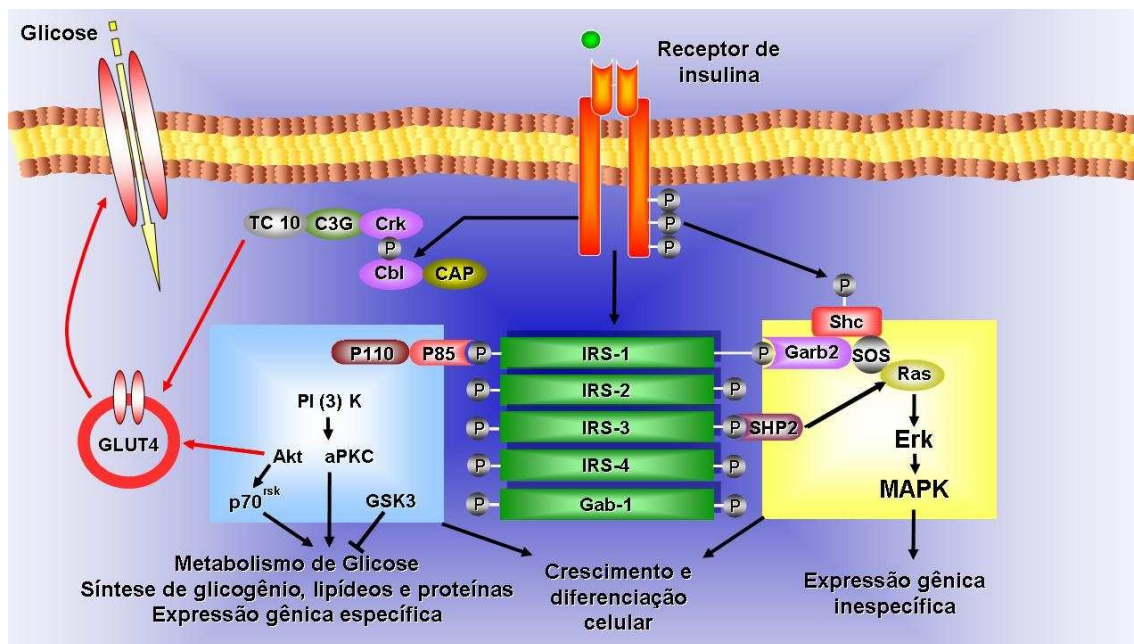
As vias de sinalização insulínica. O receptor de insulina é uma tirosina quinase que se autofosforila e catalisa a fosforilação de proteínas intracelulares como as proteínas IRS, Shc e Cbl. Após a fosforilação essas proteínas se ligam a outras moléculas de sinalização através de seus domínios SH2, resultando na ativação de vias de sinalização intracelular como a via da PI 3-quinase, a cascata da MAPK e a ativação do TC10 via CAP/Cbl. Essas vias regulam o transporte de glicose, a síntese de glicogênio, lipídeos e proteínas, coordenando e integrando o metabolismo intermediário (figura extraída e adaptada de CARVALHEIRA et al., 2002c).
